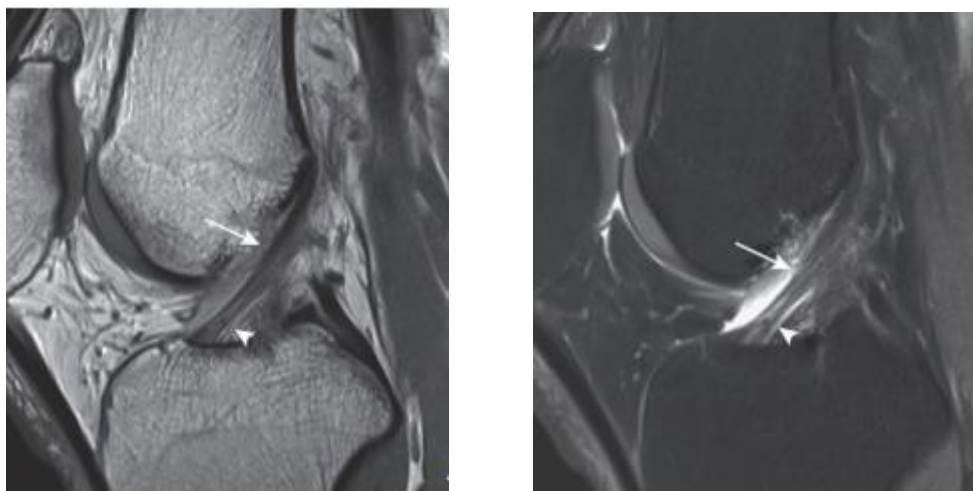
IRM en coupe sagittale DP sans (1) et avec (2) saturation de graisse montrant le LCA en fine bande rectiligne de signal faible avec aspect fasciculé au niveau de son insertion tibiale.
